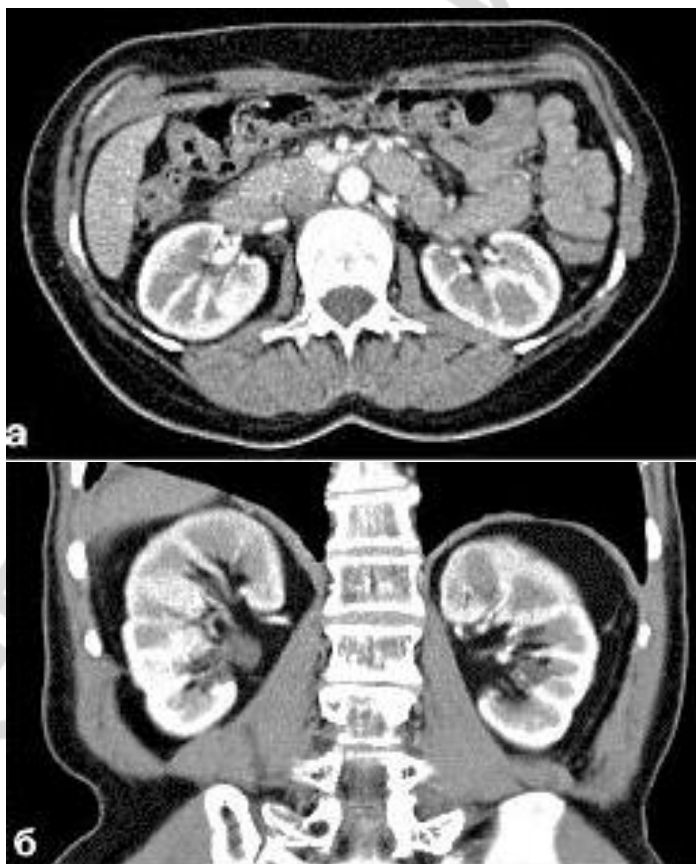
Рентгеновская компьютерная томография почек с контрастным усилением
